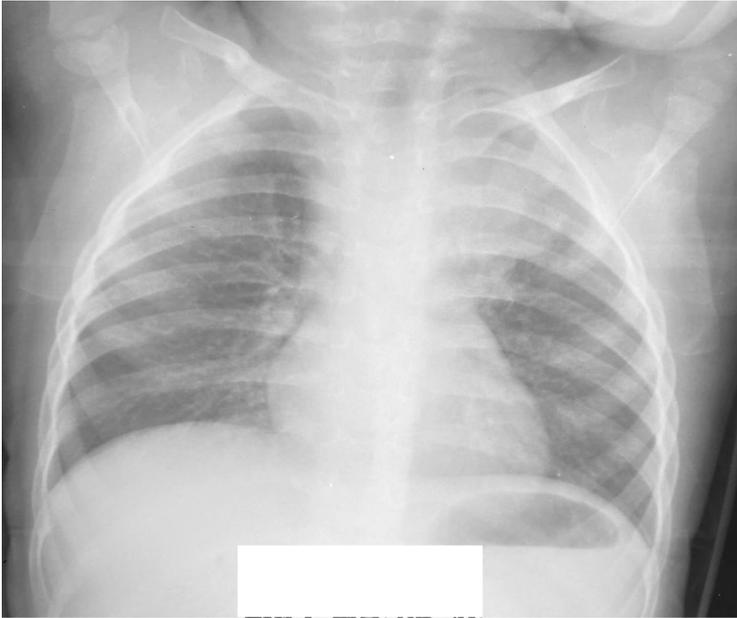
Обзорная рентгенограмма ОГК от 29.06.2021 г.
